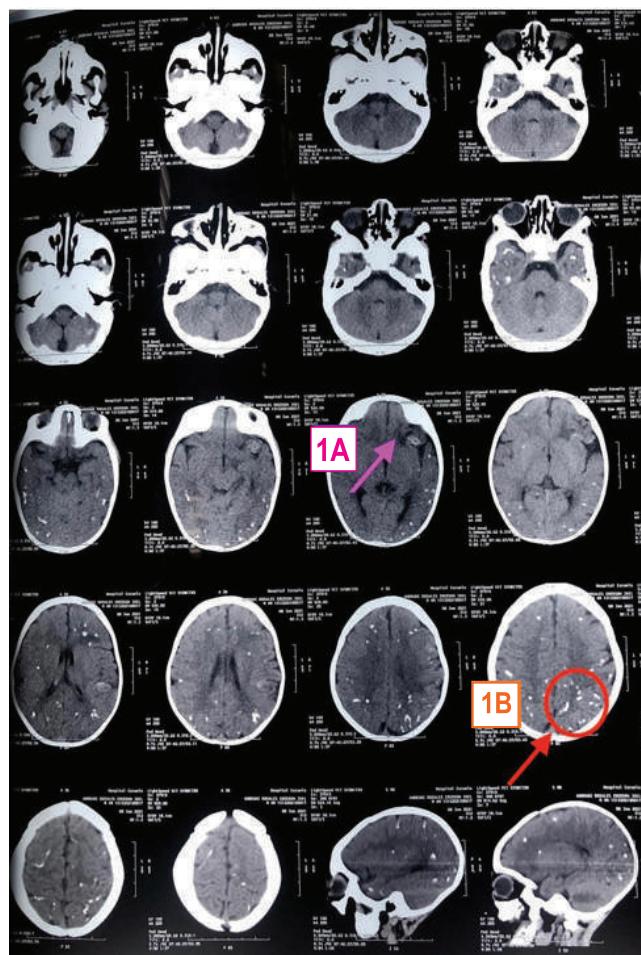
Corte axial de la TC cerebral del paciente donde se observa edema perilesional en región frontal izquierda y en la encrucijada temporo-parietal-occipital ipsilateral. 1B Se observan múltiples calcificaciones cerebrales en situación periventricular, parenquimatosas y otras en ganglios basales.
